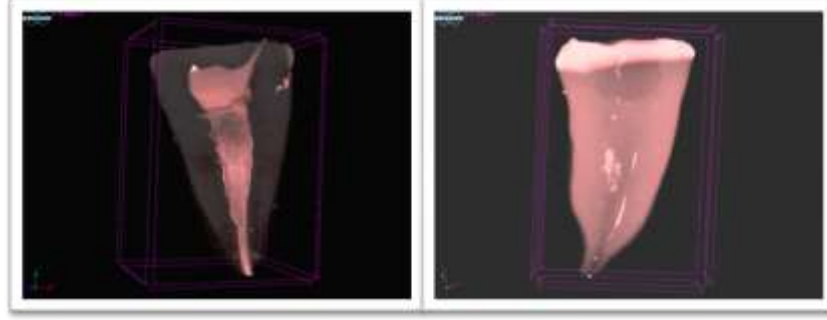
Kontrol grubunda bir örneğe ait kök kanal dolgusu sökümünden önce ve irrigasyon aktivasyonunda sonra alınan mikro-BT görüntüleri.
